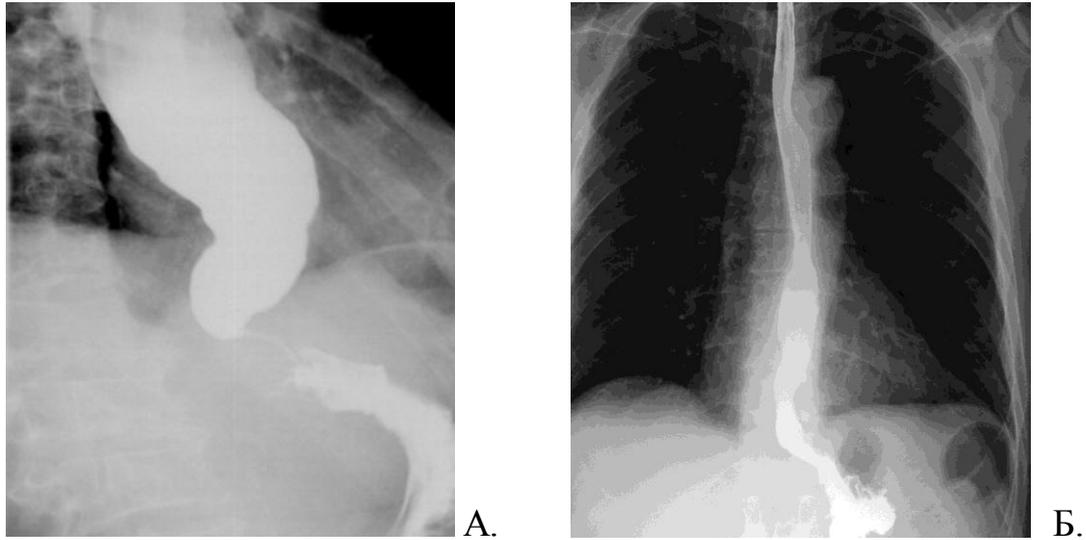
Рентгеноскопия. А – до оперативного вмешательства. Б - Через 3 месяца после операции методом ПОЭМ. Диаметр ПЖП 12 мм. Эвакуация контрастного вещества через пищевод без задержки.
